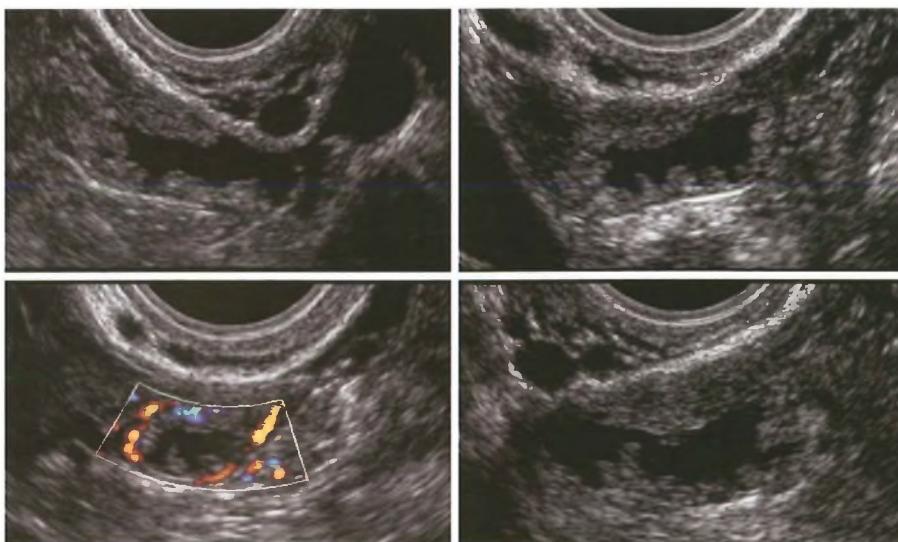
L'immagine mostra una scansione ecografica transvaginale, eseguita a livello di un campo annessiale, dove è possibile documentare i rilievi ecografici indicativi di una flogosi pelvica in fase acuta (PID). Il reperto patognomonico della salpingite è rappresentato dall'immagine "a ruota dentata": all'interno del lume tubarico, solitamente di-steso da liquido flogistico, si rilevano "setti spessi incompleti", indicativi del coinvolgimento flogistico della mucosa tubarica. Nella salpingite acuta l'utilizzo del color/power Doppler può documentare anche la marcata ipere-mia della parete tubarica, come è evidenziato nell'immagine in basso a sinistra.
